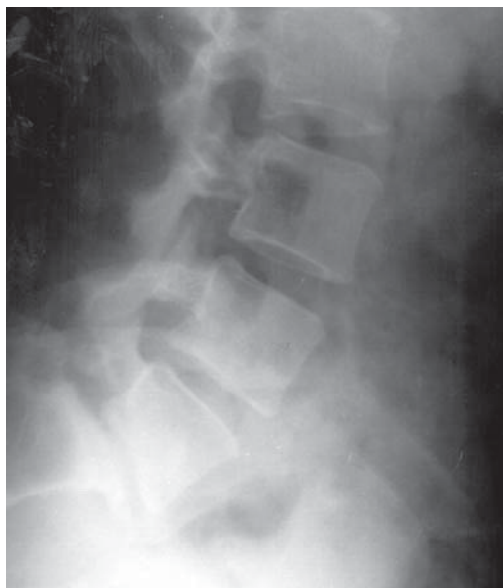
12. Anterolisteza L5 gradul II. Radiografie lombară LL.
